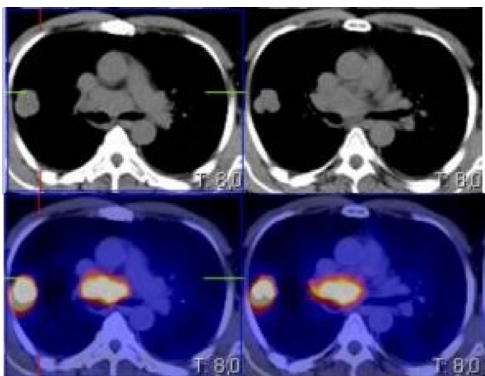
PET TAC: captación en masa pulmonar.
